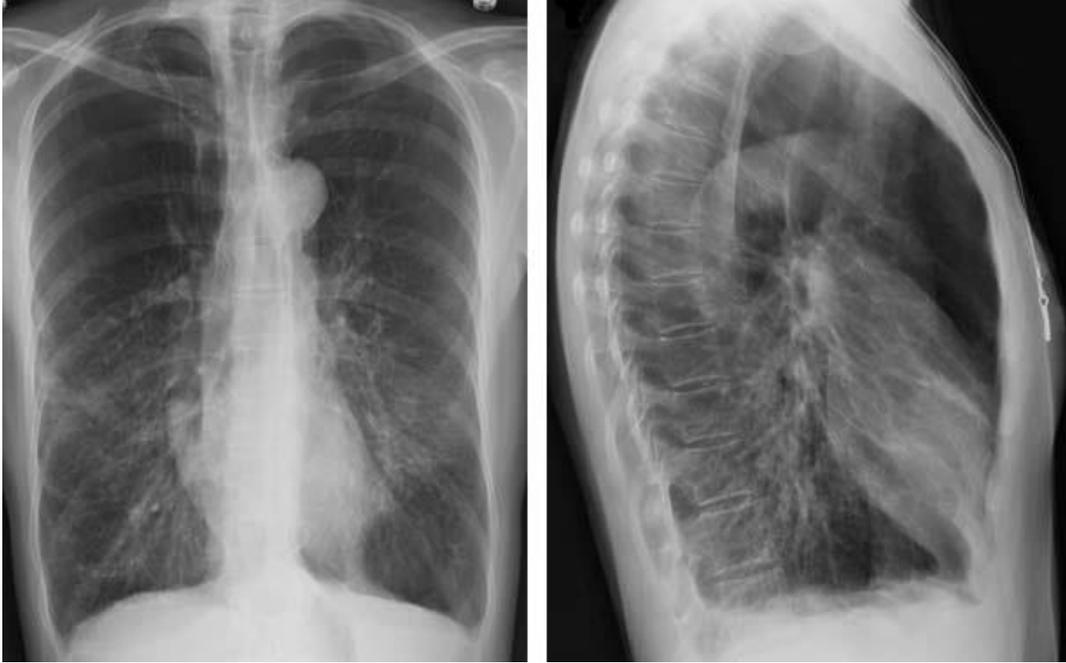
Radiografía de torax en paciente con EPOC tipo enfisema.
